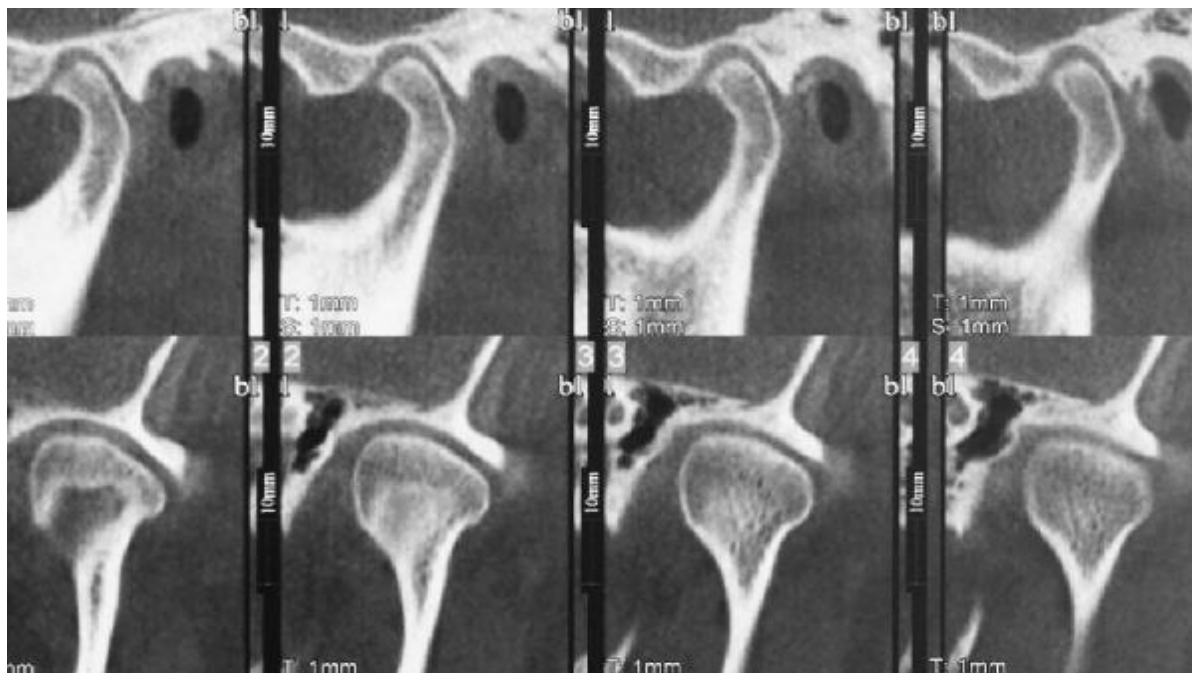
Case 3. Preoperative cone-beam computed tomograms of temporomandibular joint osteoarthritis on left side (coronal and sagittal views).
